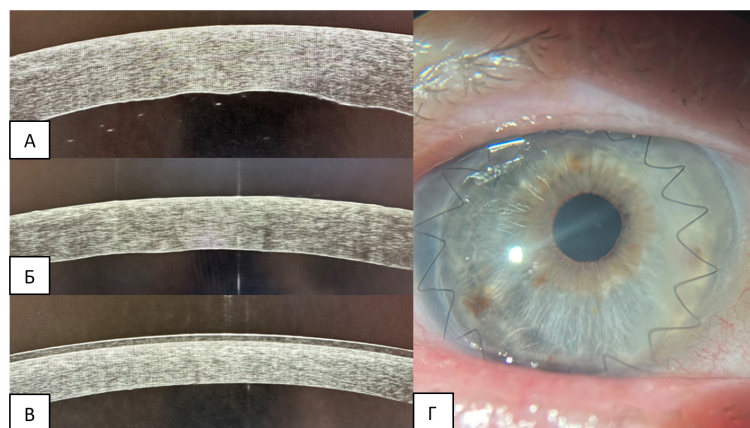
Состояние трансплантата роговицы пациента А. по данным оптической когерентной томографии и биомикроскопии
